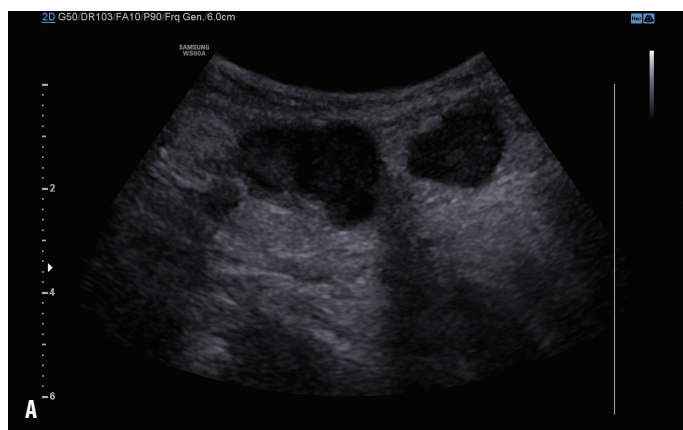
Obraz ultrasonograficzny – w badaniu dopplerowskim widoczny guz z bogatą siecią naczyń krwionośnych
